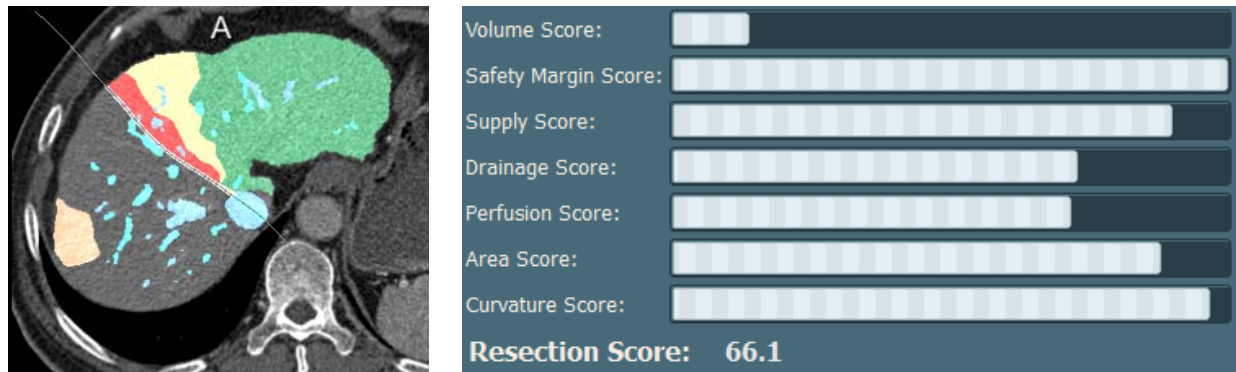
Risk overlay (left) of impaired remnant projected onto the CT images and evaluation results (right) of the seven risk factors.
